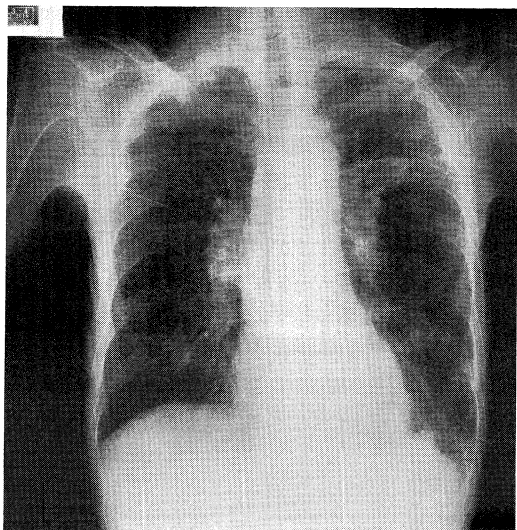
昭和62年3月4日, 近医入院時, 胸部X線写真
